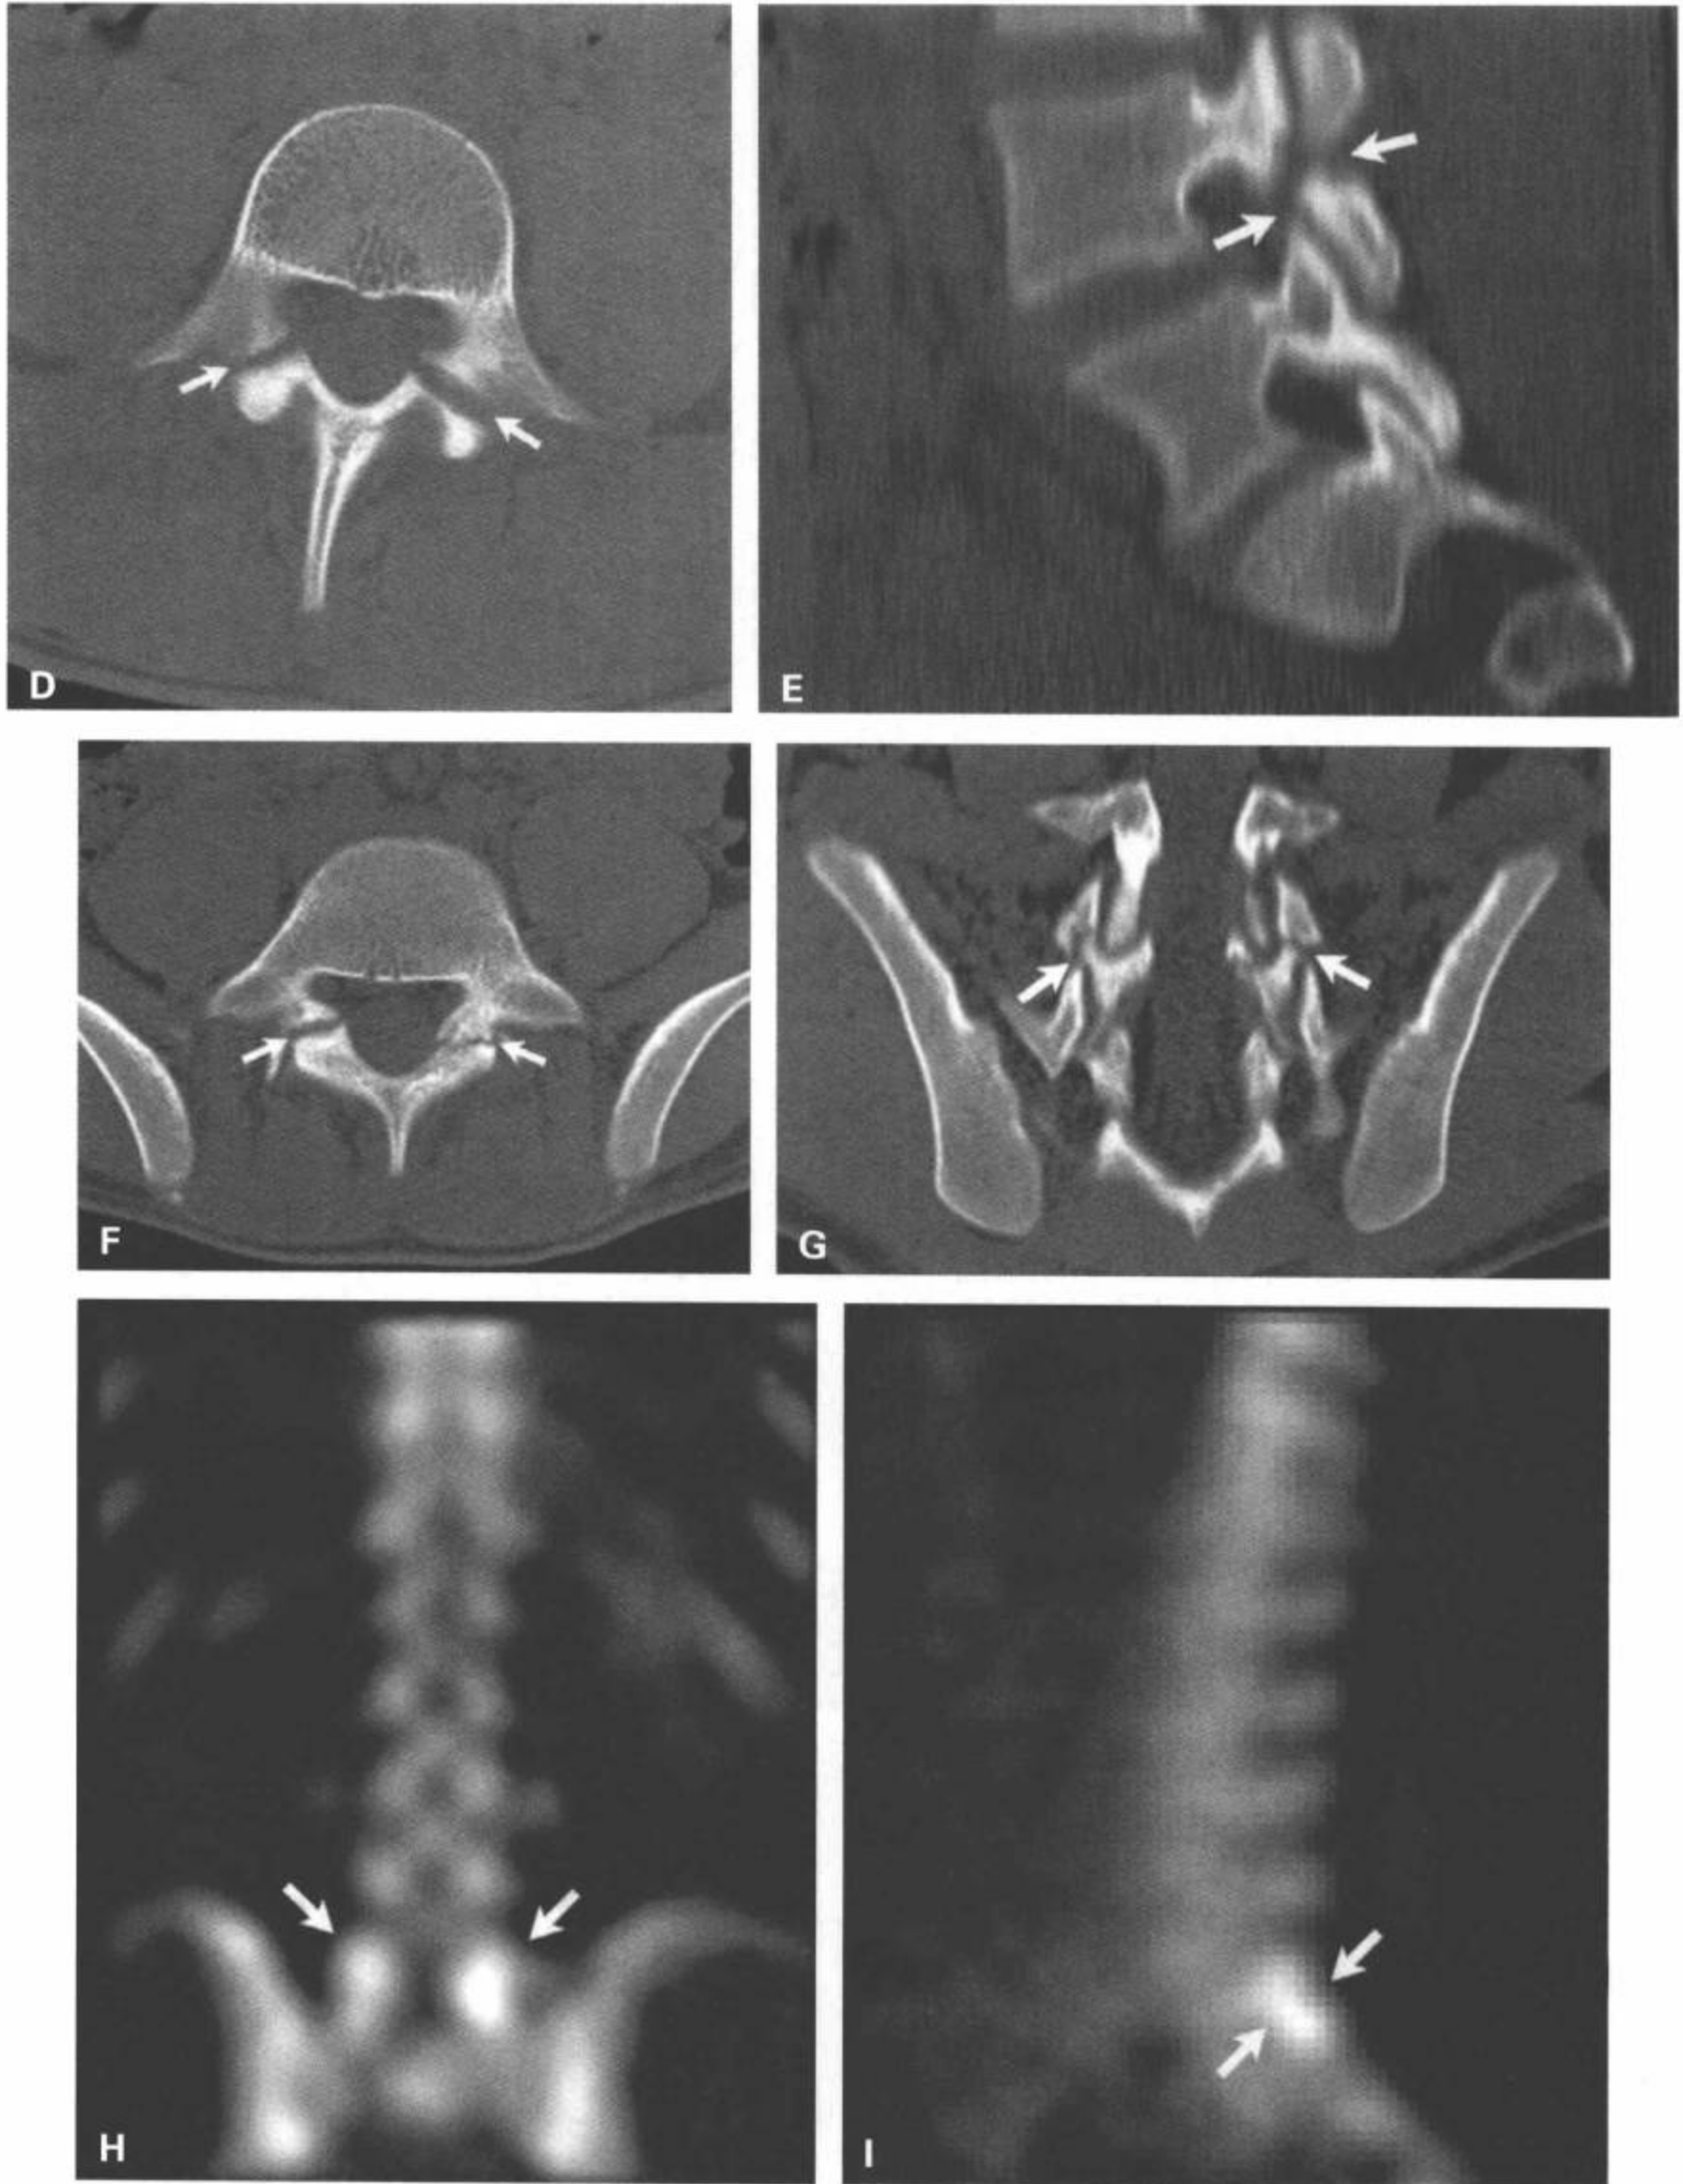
(续) 第二例L4椎体脱离病人的经过右侧椎弓峡部的CT横断面图像(D)和矢状面重组图像(E)显示双侧椎弓峡部断裂(D和E中箭),横断面图像上显示所谓的假椎小关节征,在矢状面重组图像上得到证实。一例L5椎体脱离病人的CT(F、J)和核医学单光子发射计算机断层(SPECT)骨扫描(H、I)再次显示双侧L5椎弓峡部(F)的假椎小关节征(箭),在冠状面重组图像(G)上得到确认。骨扫描检查的冠状面(H)和矢状面断层图像(I)上,清晰显示L5椎弓峡部放射示踪剂的局部吸收(箭)。尽管MRI不是椎体脱离的可选成像方式,但MRI能依据不全骨折部位的T2高信号的骨髓水肿而充分地确定受累区,如矢状面T2加权脂肪抑制图像(J)和L5椎弓峡部水平的横断面T2加权图像(K)上箭标所示。(续)
